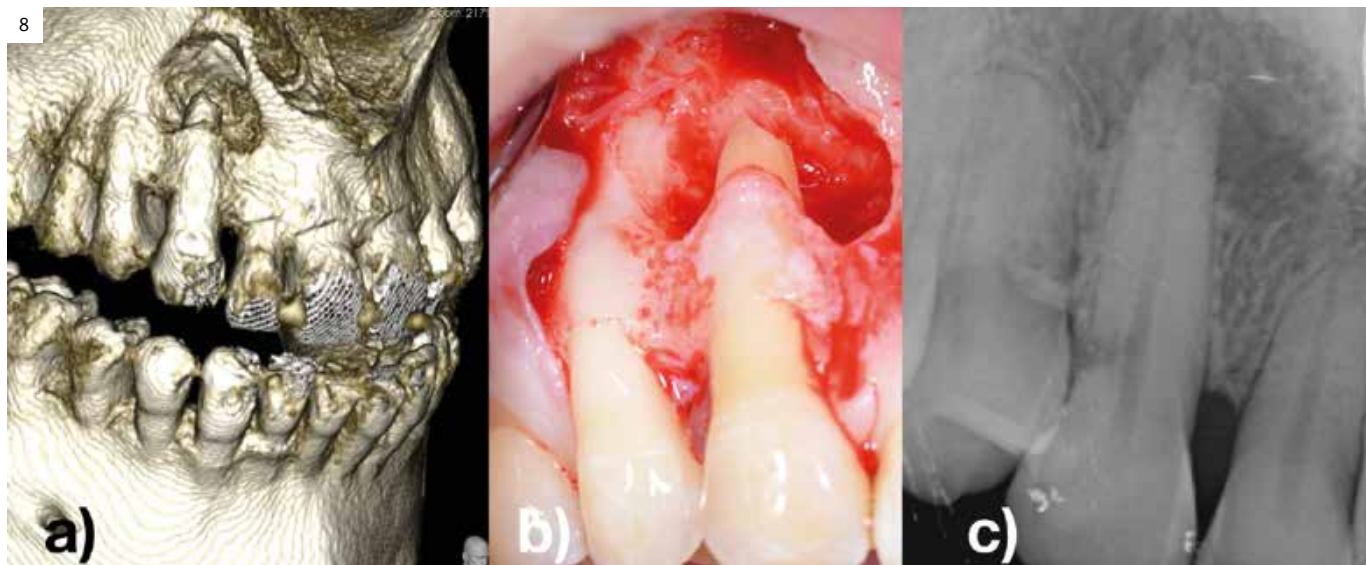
a) Corte 3D de imagen periapical en 13 con reabsorción radicular apical de un diente que previamente estaba incluido y ha sido ubicado en su posición mediante tracción ortodóntica. b) Imagen intraquirúrgica de 13 donde se puede apreciar el alcance de la lesión. c) Radiografía periapical de la reabsorción externa que alcanza la pulpa provocada por la tracción ortodóntica.
